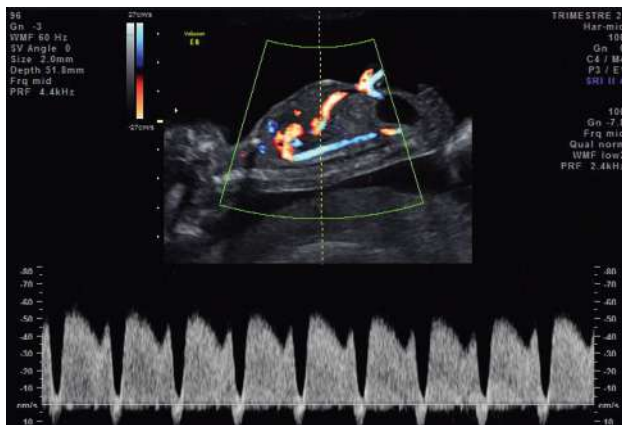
Syndrome transfuseur–transfusé (STT), stade 4 : Doppler du canal d'Arantius. Ductus venosus pathologique avec onde négative chez un fœtus transfusé à 17,5 SA.
